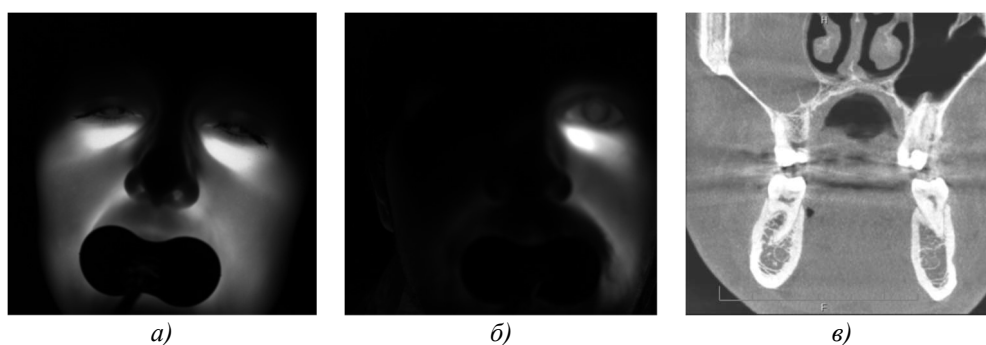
Пример зарегистрированной картины рассеяния света для условно здорового добровольца (а), пациента с хроническим двусторонним верхнечелюстным синуситом (б) на длине волны 850 нм, результат КТ-исследования пациента (в)
